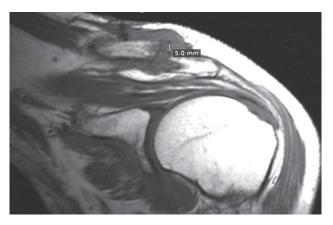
МРТ плечевого сустава больного Г., 62 лет. Т1ВИ. Остаточное смещение ключицы 5 мм
